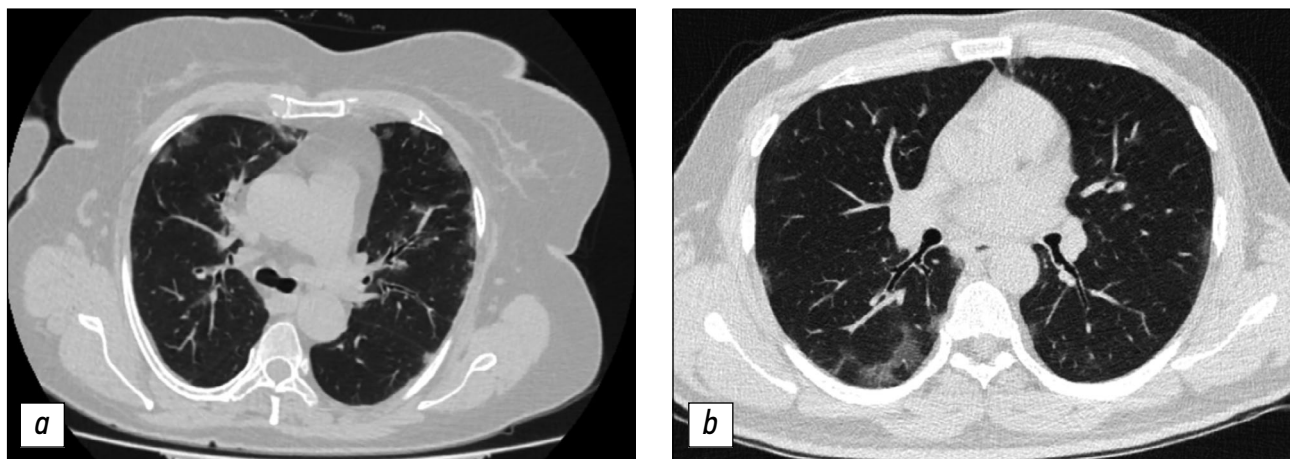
Компьютерная томография органов грудной клетки при сравнении изображений вирусных пневмоний до и во время пандемии COVID-19: *a* — множественные субплеврально расположенные участки уплотнения лёгочной ткани по типу матового стекла (апрель 2019 г.); *b* — аналогичная картина атипичной пневмонии вирусного генеза (апрель 2020 г.).
